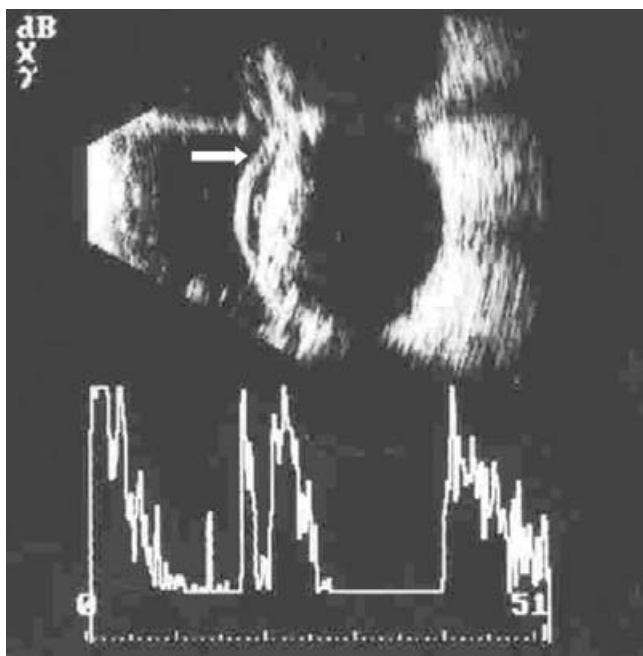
Ecografía modo A/B por inmersión que muestra una imagen localizada en la periferia corneal, sólida, mal limitada y de menor ecogenicidad que el tejido corneal.
